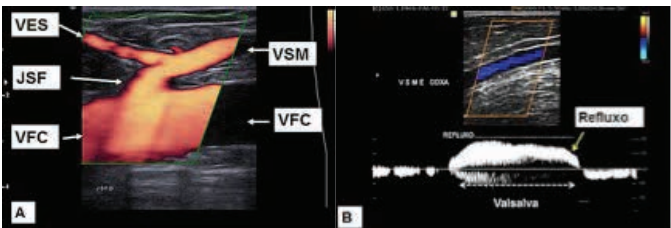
Mapeamento venoso com Doppler de amplitude em junção safeno-femoral. (A) e Doppler colorido e espectral em safena magna incompetente na coxa (B). VES = veia epigástrica superficial; JSF = junção safeno-femoral; VSM = veia safena magna; VFC = veia femoral comum
